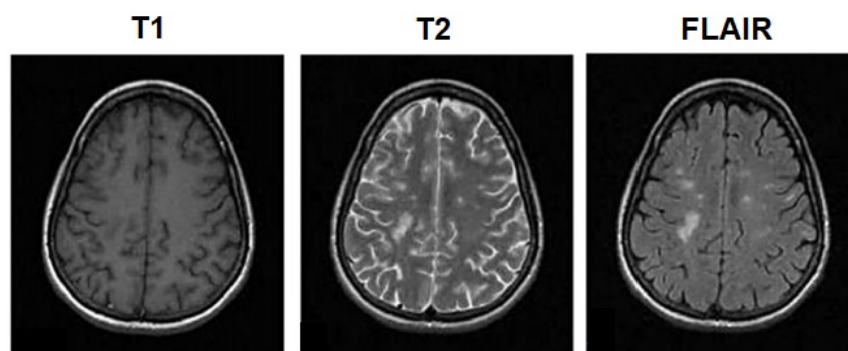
Sequências diferentes de MRI: T1, T2 e FLAIR (Adaptada de [2]).
